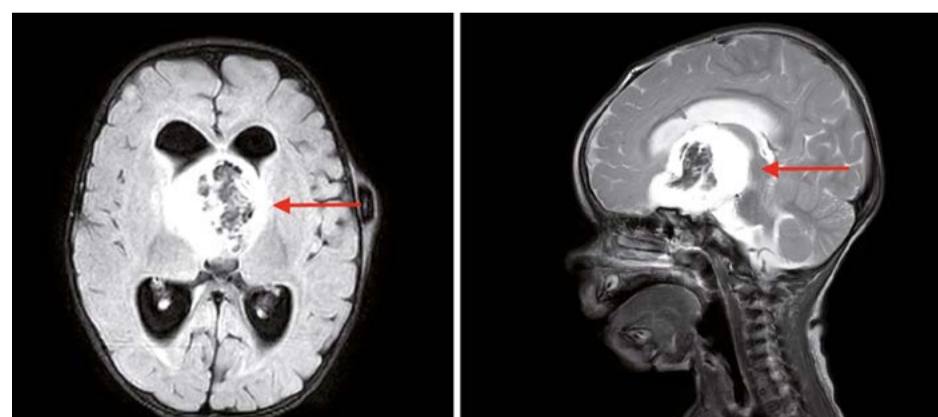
МРТ-исследование с контрастным усилением на фоне химиотерапии. Аксиальная и сагиттальная проекции. Объемное образование хиазмально-селлярной области (до  $V = 70 \text{ см}^3$ ). Массивное кровоизлияние в структуре опухоли (до  $V = 20 \text{ см}^3$ )
